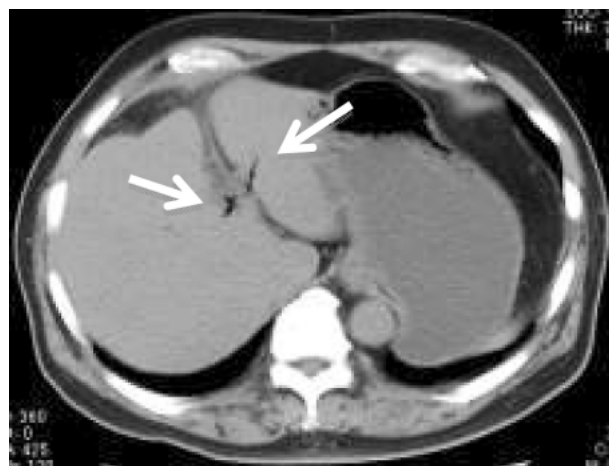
胆石イレウス 66歳男性 単純CT：胆道内にはガスがあり、小腸内に結石と思われる2 cmを超える石灰化像を認める。
